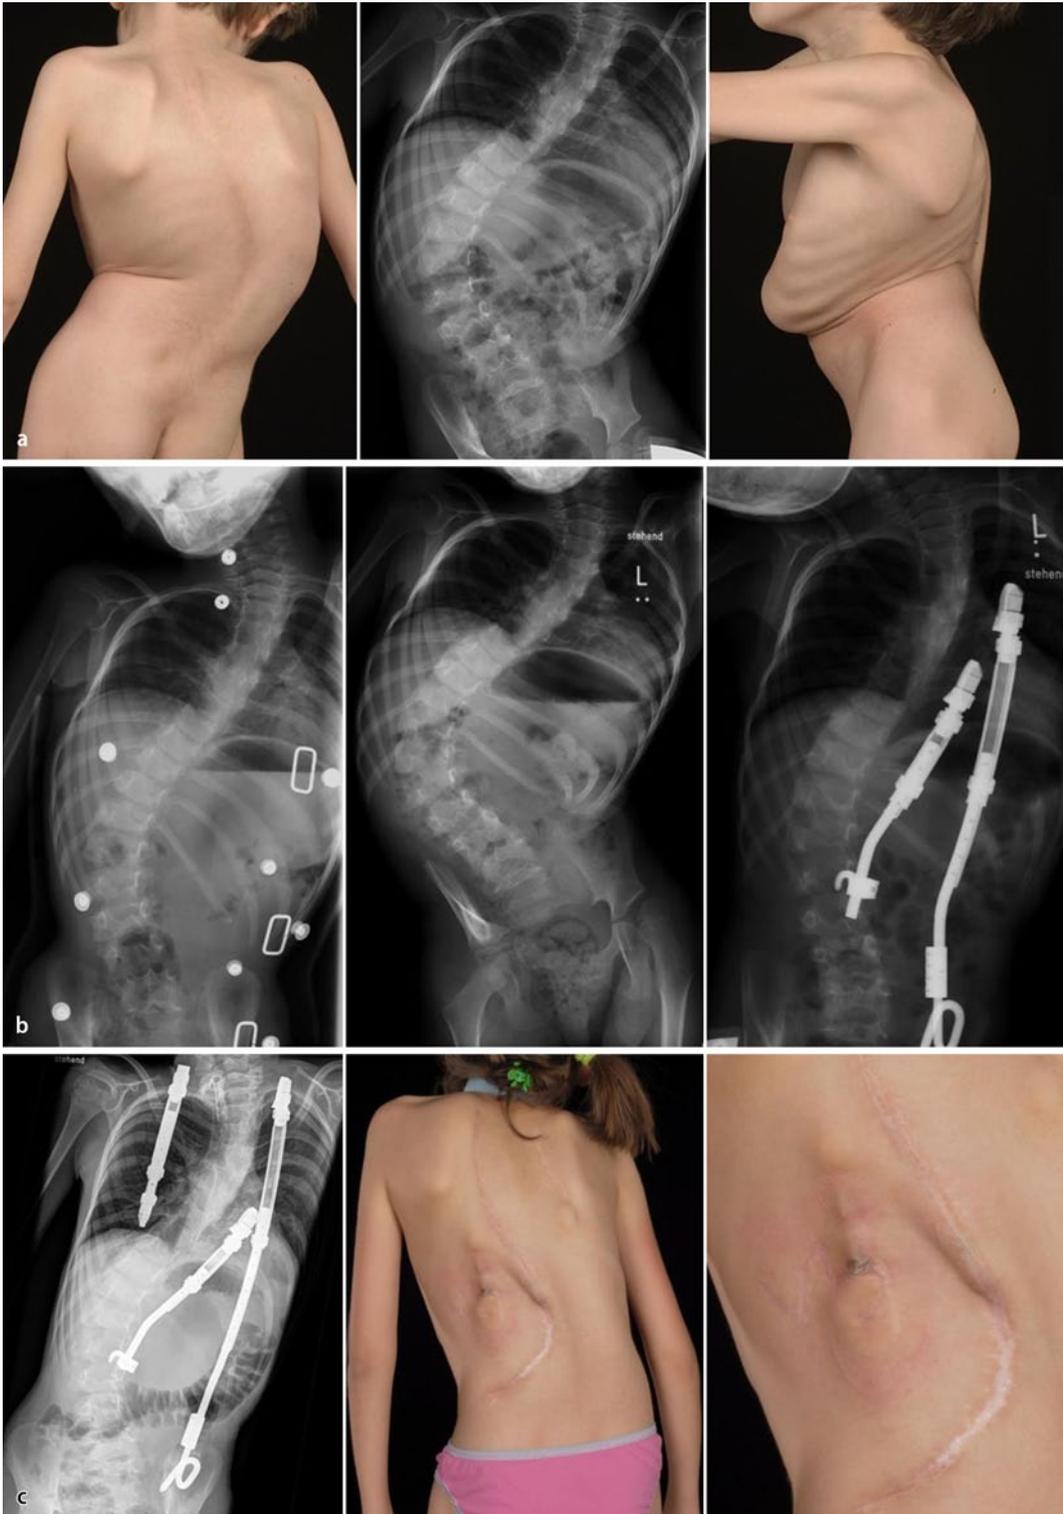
◀ a Klinische Bilder und Röntgenaufnahme einer Patientin mit neuromuskulärer Skoliose bei kongenitaler Myopathie; b bei radiologisch dokumentierter Progression der Skoliose erfolgt trotz Korsetttherapie der Einbau von VEPTR-Implantaten; c bei geringer Weichteildeckung kommt es im weiteren Verlauf zur Perforation der Haut, die eine plastisch-chirurgische Defektdeckung und eine 3-monatige Antibiotikatherapie verlangen. Implantat kann in situ belassen werden
